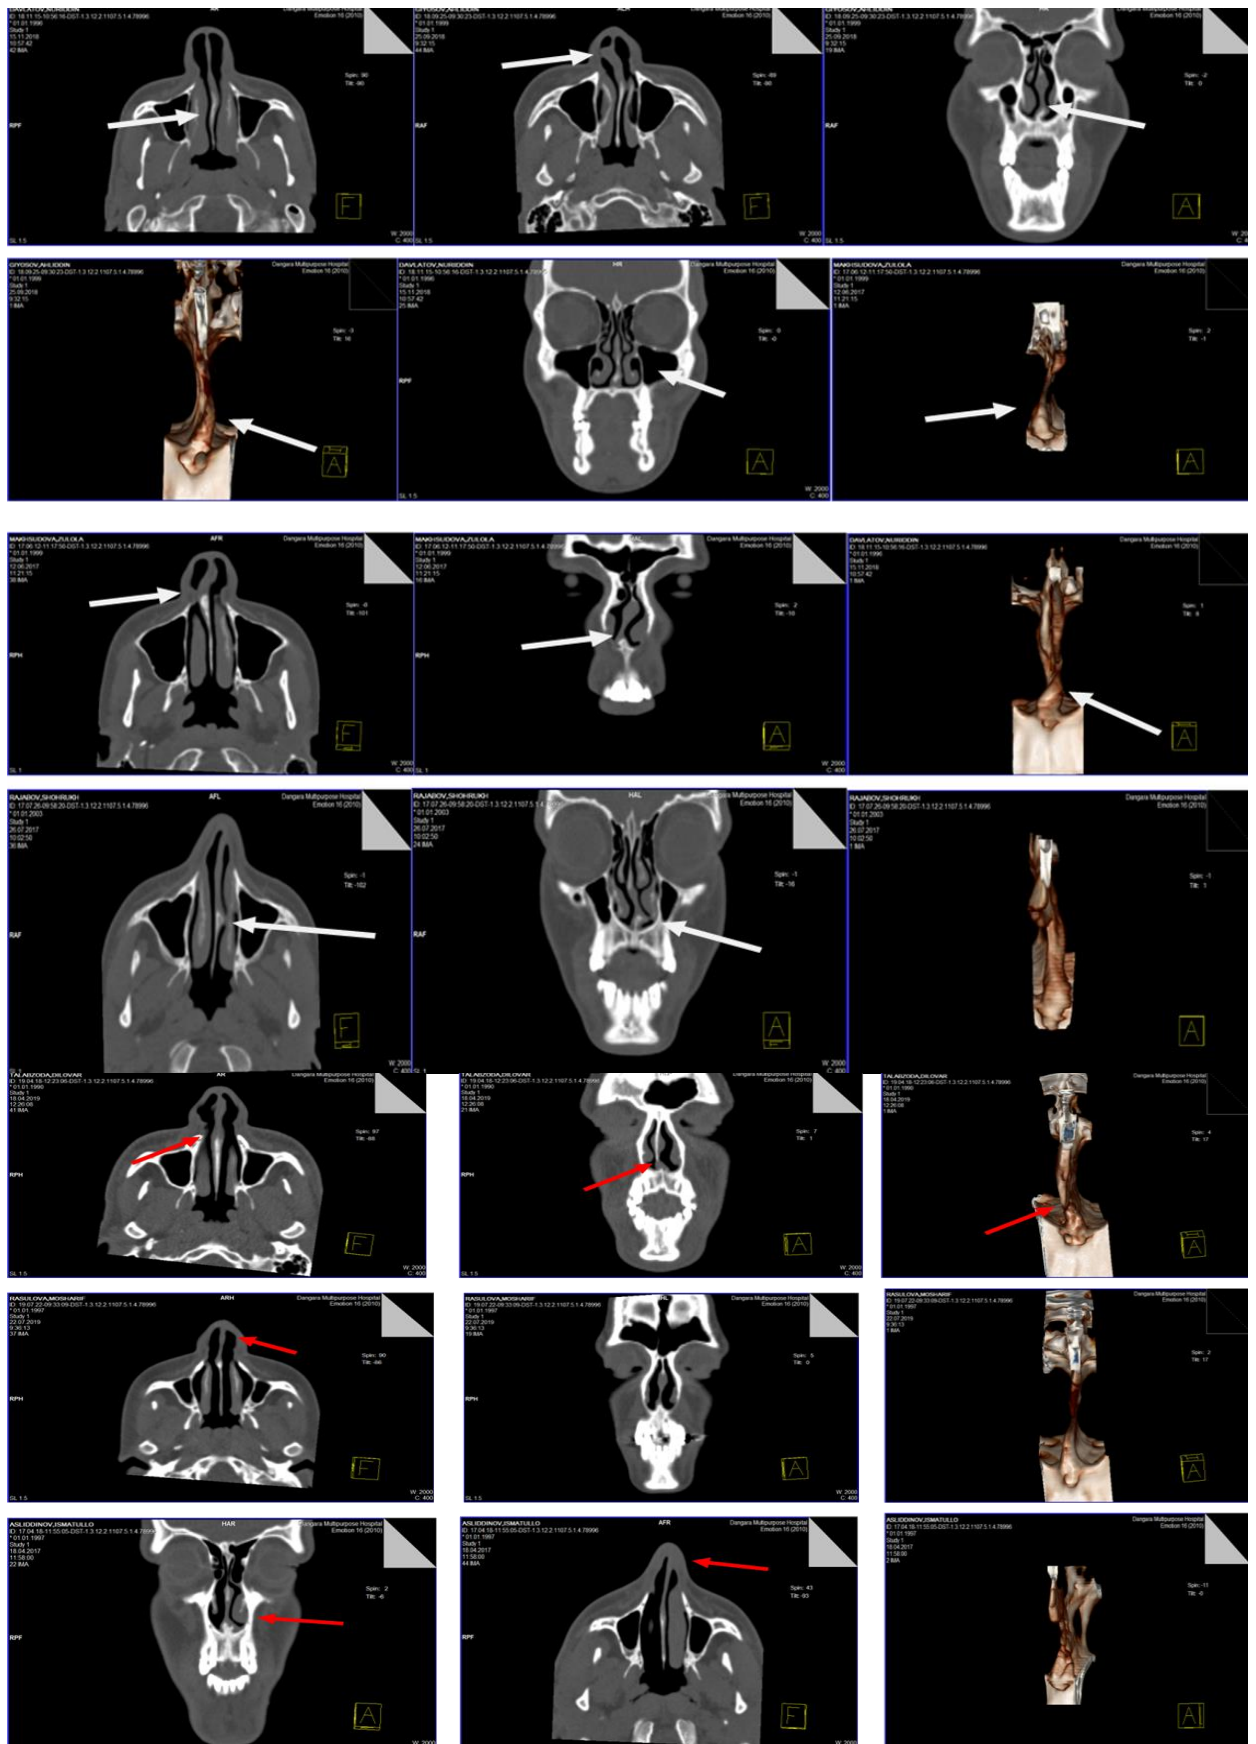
КТ-срезы в трёх проекциях, демонстрирующие нарушение функции переднего носового клапана вследствие вертикального костного выступа в зоне клапана, приводящего к его сужению и нарушению воздушного потока в полости носа
